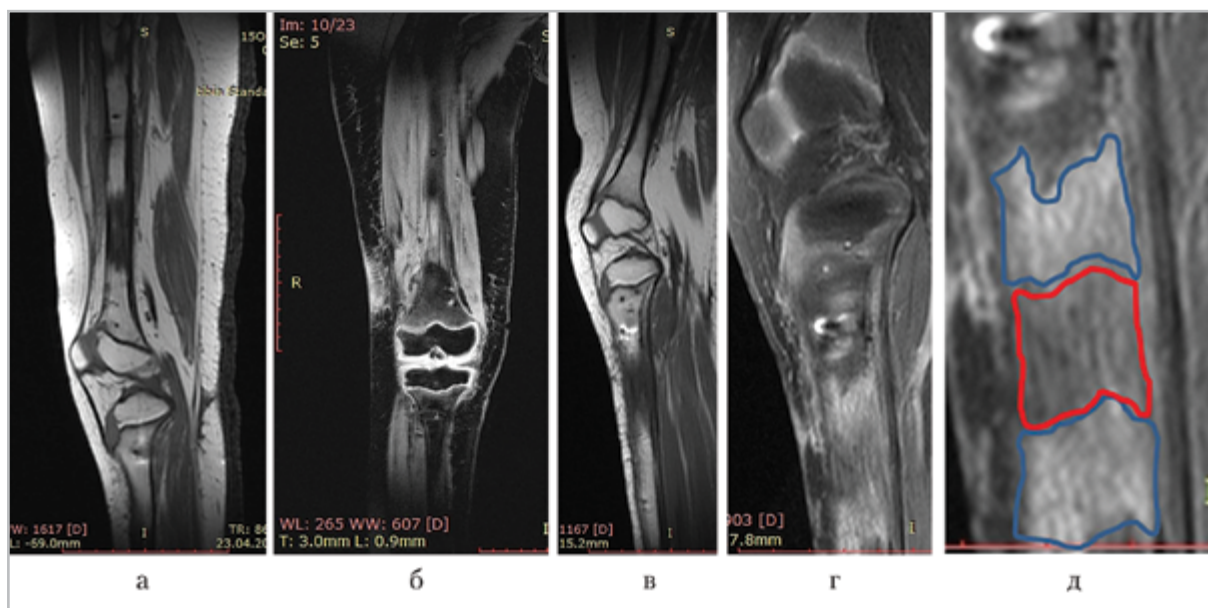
МР-томограммы голени больного ахондроплазией, 10 лет, после удлинения бедра и голени; *а, в* — T1-ВИ в сагиттальной плоскости правого бедра и левой голени, полученные в режиме T1-SE: регенерат с неоднородным гипоинтенсивным сигналом относительно материнской кости без четкой границы между зонами; *б* — T1-ВИ в коронарной плоскости правого бедра, полученные в режиме T1-FS-FL2d: регенерат с неоднородным гиперинтенсивным сигналом относительно материнской кости; *в* — PD-ВИ в сагиттальной плоскости, полученные в режиме PD-FS-TSE: регенерат с гиперинтенсивным сигналом относительно материнской кости, «зона роста» с неоднородным слабогипоинтенсивным сигналом с нечеткими границами; *д* — увеличенный фрагмент
